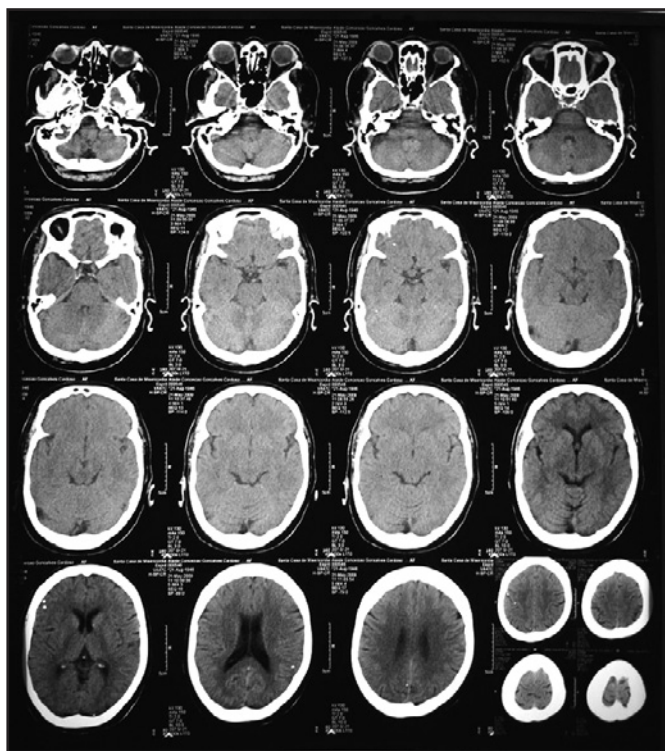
Tomografia computadorizada de crânio sem contraste da paciente.
